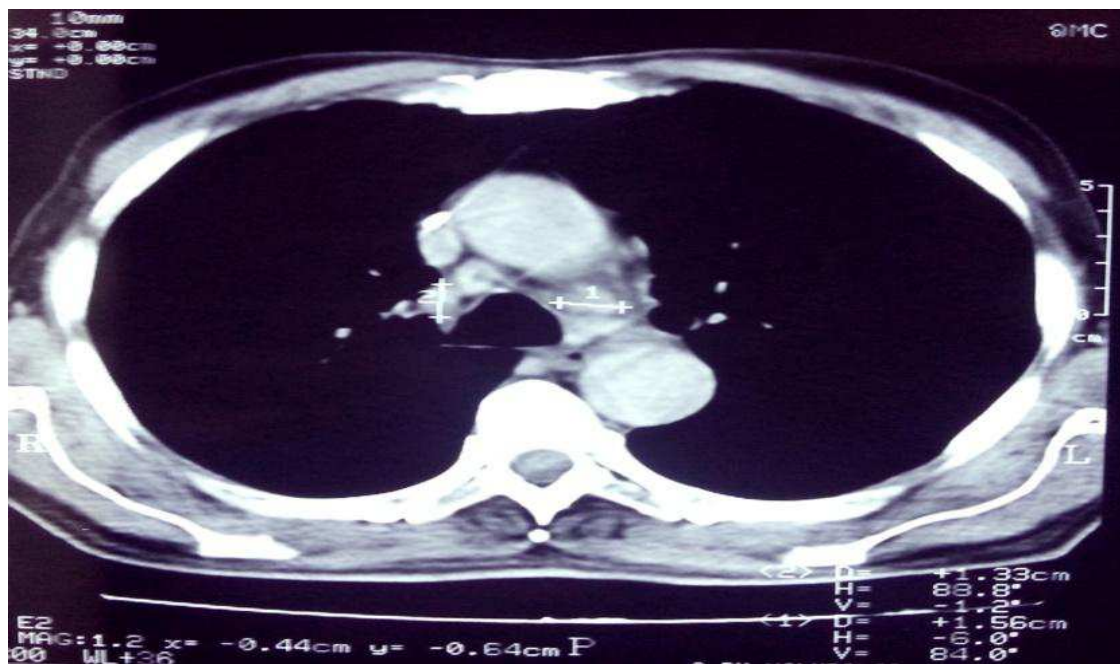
TDM thoracique en fenêtre médiastinale objectivant des adénopathies de la loge de barety.
